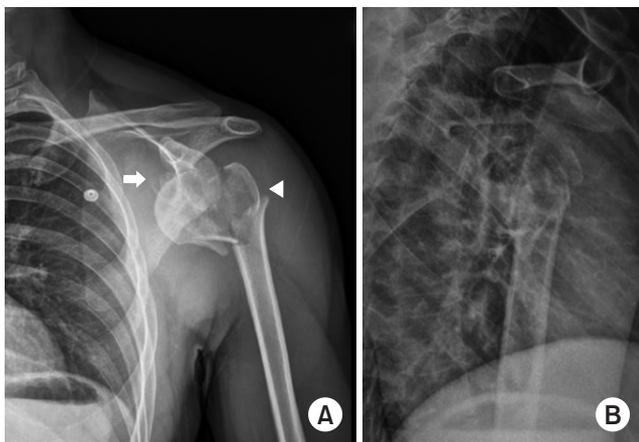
Shoulder plain radiographs anteroposterior (A) (arrow: displaced surgical neck fracture, arrowhead: displaced tuberosity fragment), lateral (B) demonstrate anterior shoulder dislocation with glenoid rim, coracoid process, greater tuberosity of humerus, and surgical neck fracture.
